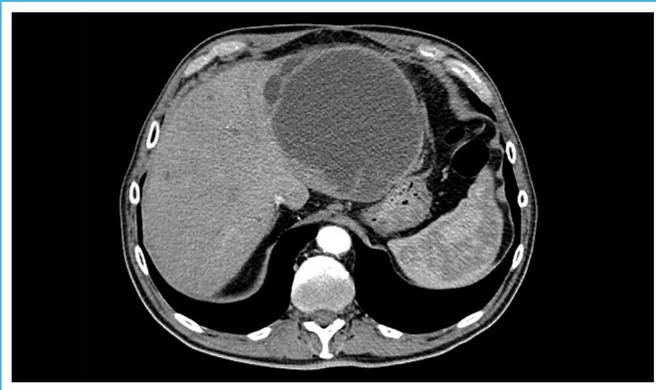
TC. Imagen axial que muestra el gran absceso hepático
